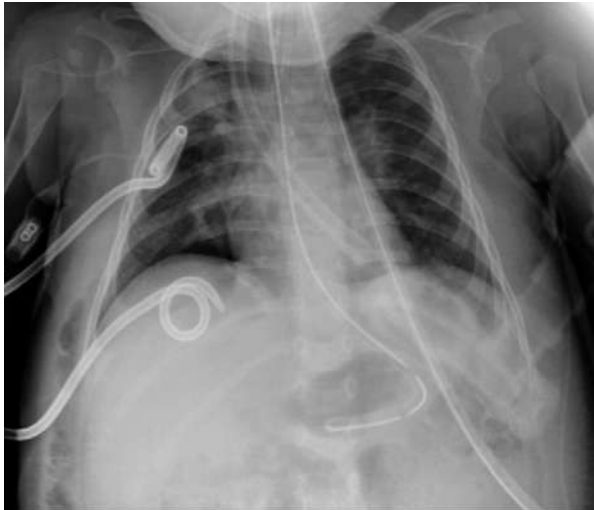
Radiografías antero-posterior y lateral de tórax.
